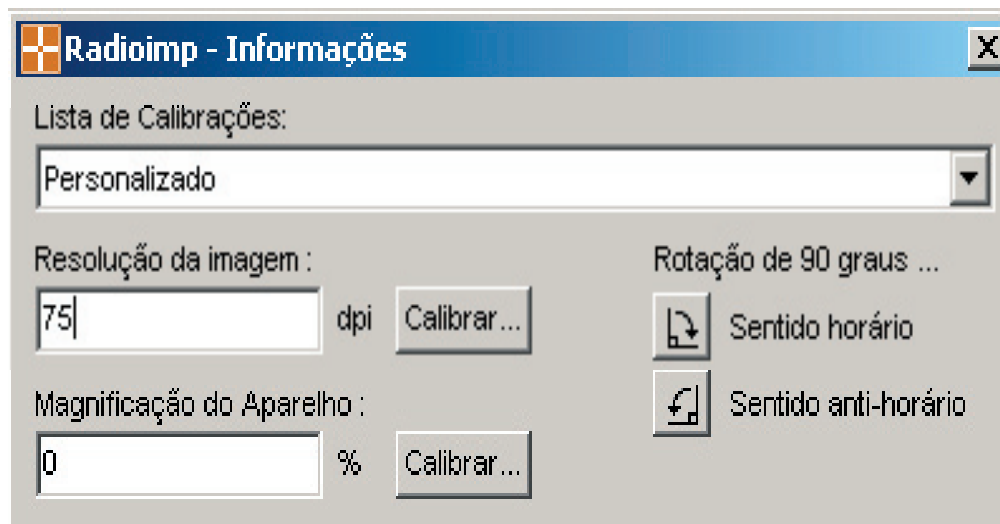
Utilização do programa Radioimp® para avaliação de radiografia panorâmica.
